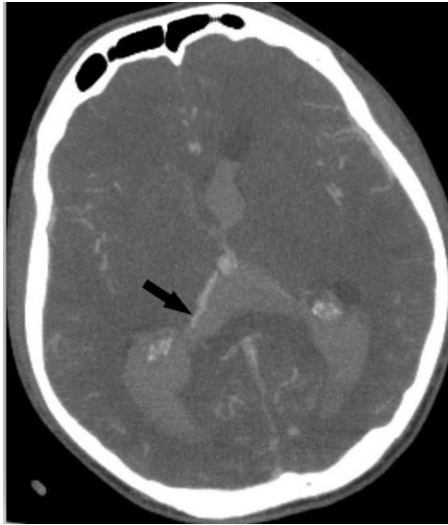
Serebral BT; yaygın ventrikül içi kanama
